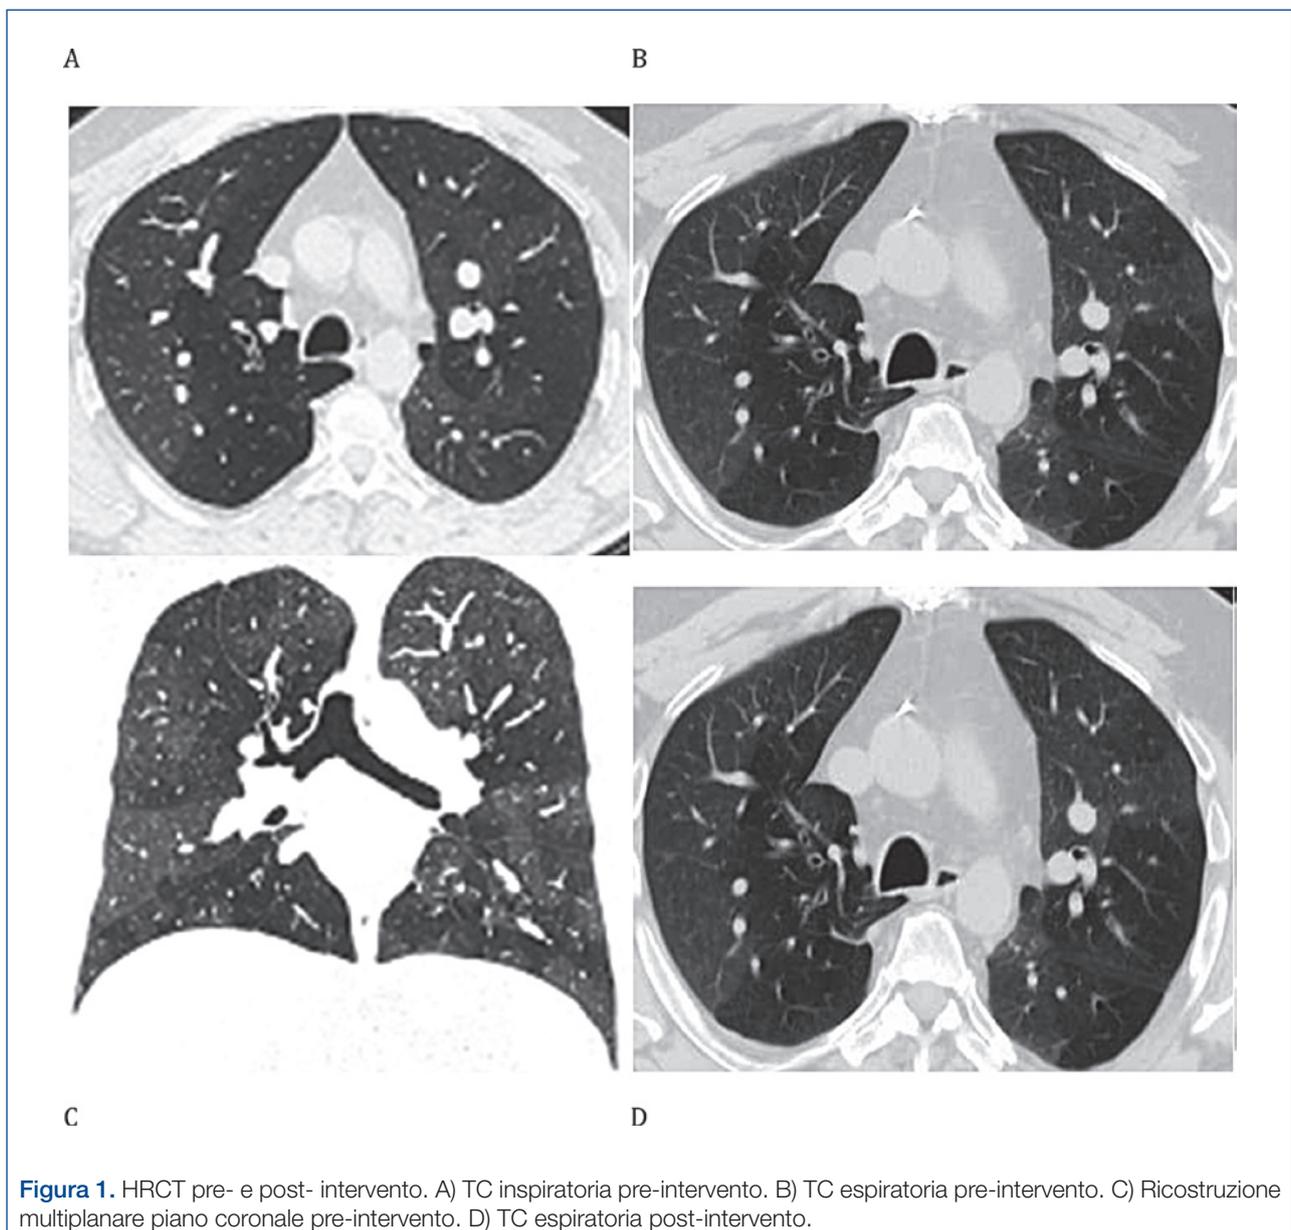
HRCT pre- e post- intervento. A) TC inspiratoria pre-intervento. B) TC espiratoria pre-intervento. C) Ricostruzione multiplanare piano coronale pre-intervento. D) TC espiratoria post-intervento.
